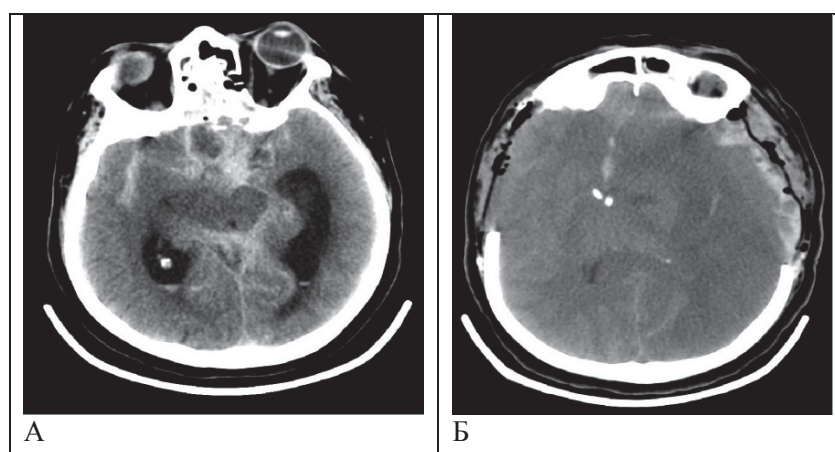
Послеоперационные КТ. А – расширение желудочковой системы, сдавление базальных цистерн, массивное субарахноидальное кровоизлияние; Б - очаги кровоизлияния в зону ишемии по конвексимальной поверхности левого полушария, резкое увеличение отека левого полушария с большим смещением срединных структур.
